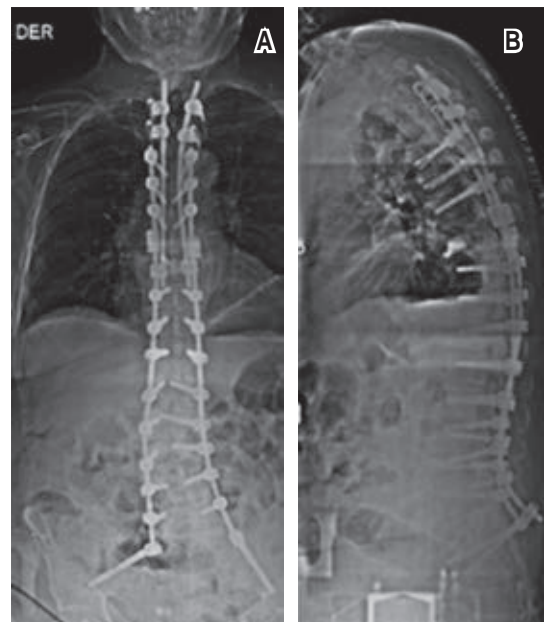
Immediate post-operative control X-ray. A) Coronal view. B) Sagittal view. Both views showing a prolonged rod to the upper transpedicular screw, using an end-to-end connector. While an anterior reinforcement with vertebroplasty and a rod connecting T9 to T3, using a side-to-side connector.
